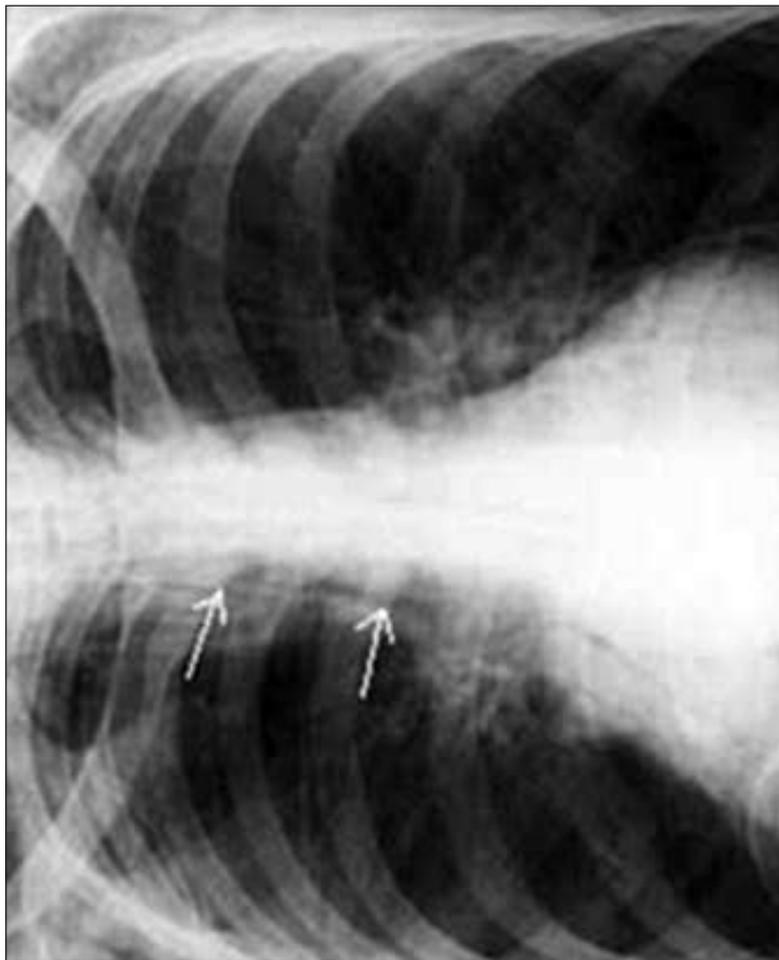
Обзорная рентгенограмма грудной клетки. Пневмомедиастинум
